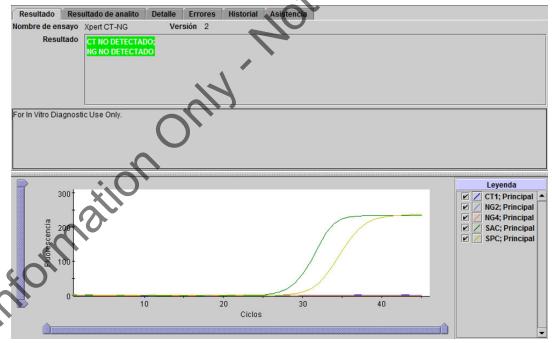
Xpert CT_NG - CT no detectado y NG no detectado
